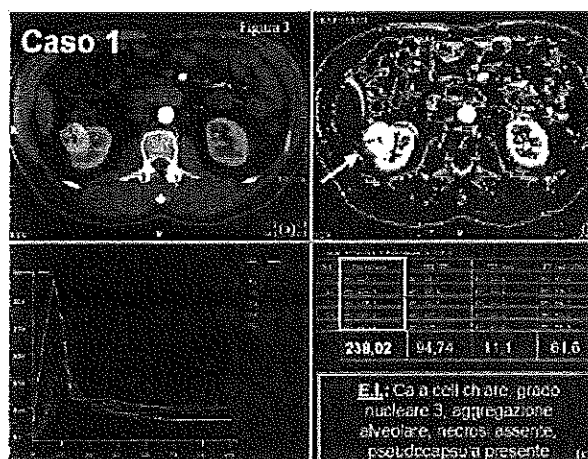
CASO 1: TC convenzionale (a) e TC con perfusione (b) correlata all'esame istologico (c)
